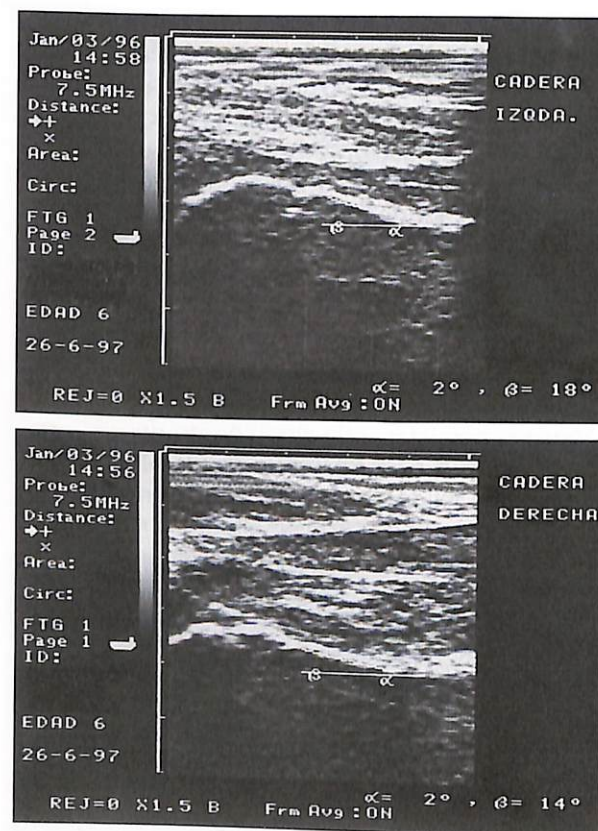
La ecografía nos permite conocer el ángulo de anteversión femoral.
